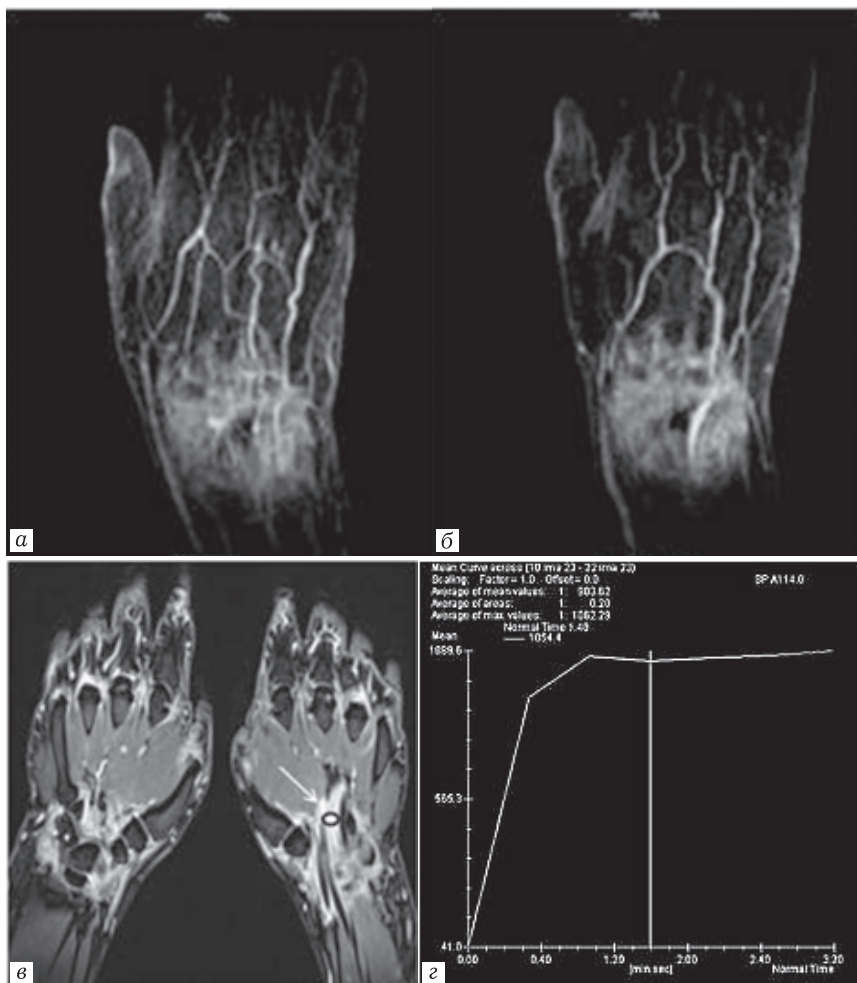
РА, пример перфузии синовиальной оболочки (0–380 с), измерений кривой степени накопления контрастного вещества воспаленной синовиальной оболочкой
